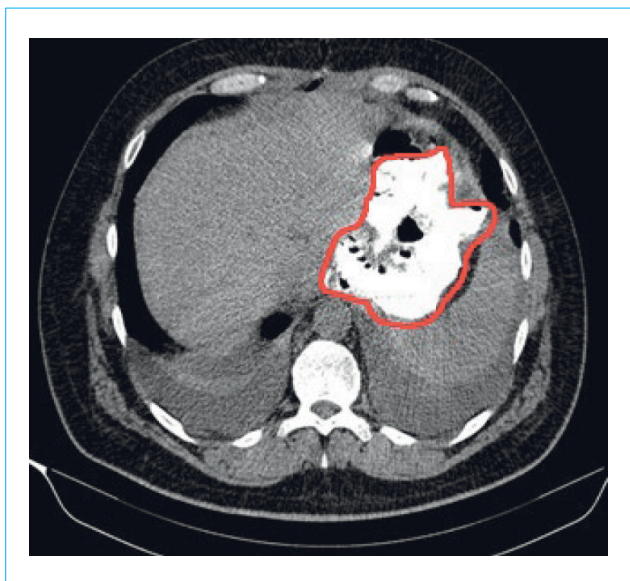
Компьютерная томография органов грудной клетки, брюшной полости и малого таза с пероральным контрастированием: визуализируется ограниченное скопление жидкости в области анастомоза
